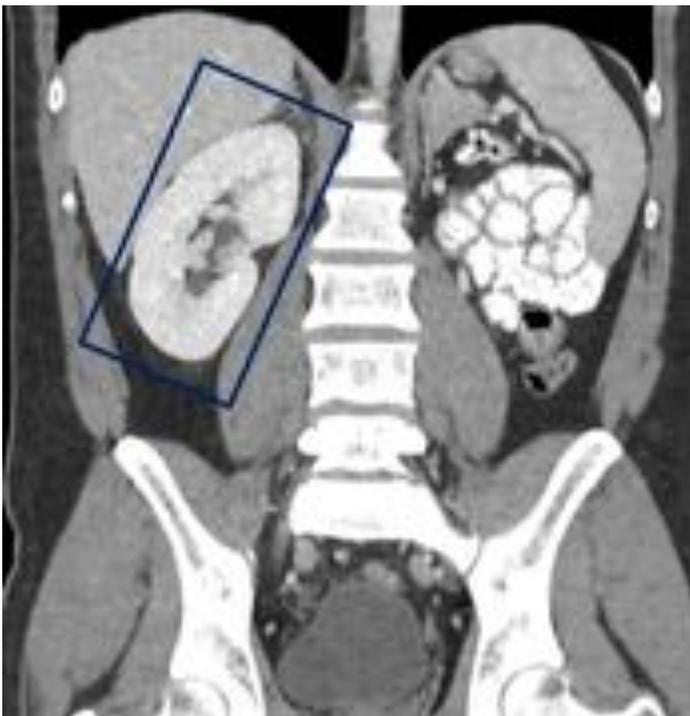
TC de abdomen con contraste oral e intravenoso, corte coronal. Agenesia renal izquierda, con
